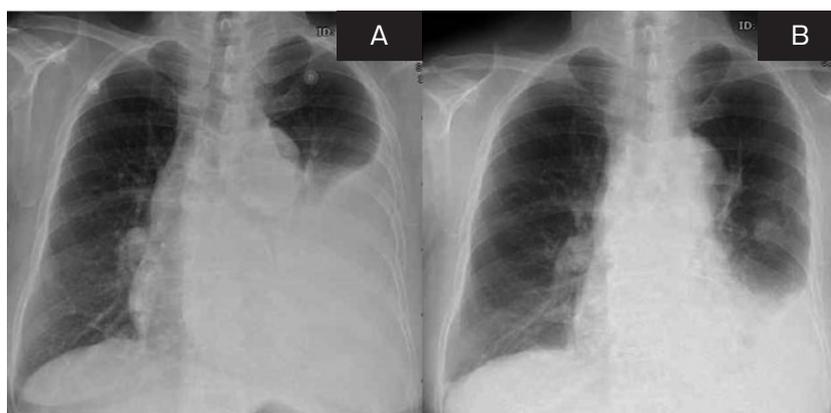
胸部X線写真。(A) 前医入院時. 左胸水貯留と心陰影の健側偏位を認めた。(B) 当院入院時. 前医によるドレナージ後. 左肺野に結節陰影を認めた.
